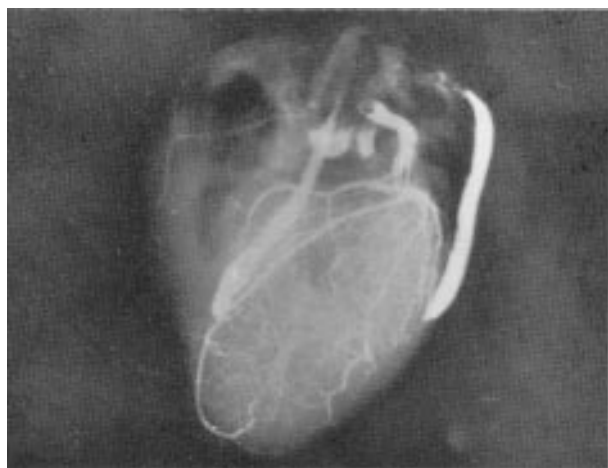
Caso 3—Radiografia contrastada realizada durante estudo anátomo-patológico, demonstrando a perviabilidade das pontes de veia safena para artérias descendente anterior e marginal esquerda.
